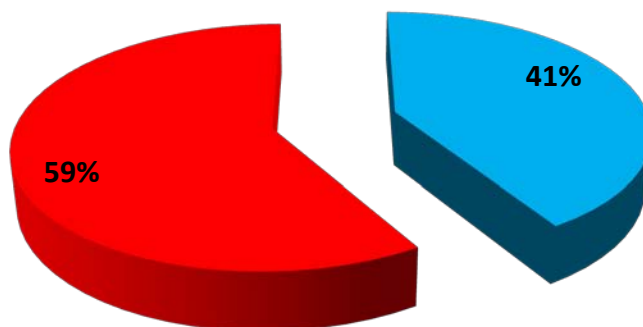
Répartition selon les résultats de la radiographie du thorax.
